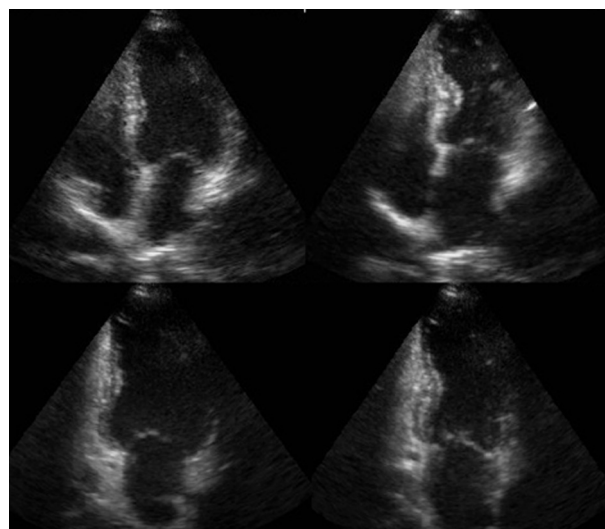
Ecocardiograma. Takotsubo medio-apical, en las imágenes superiores se observa en vista de 4 cámaras y en las inferiores 2 cámaras.
